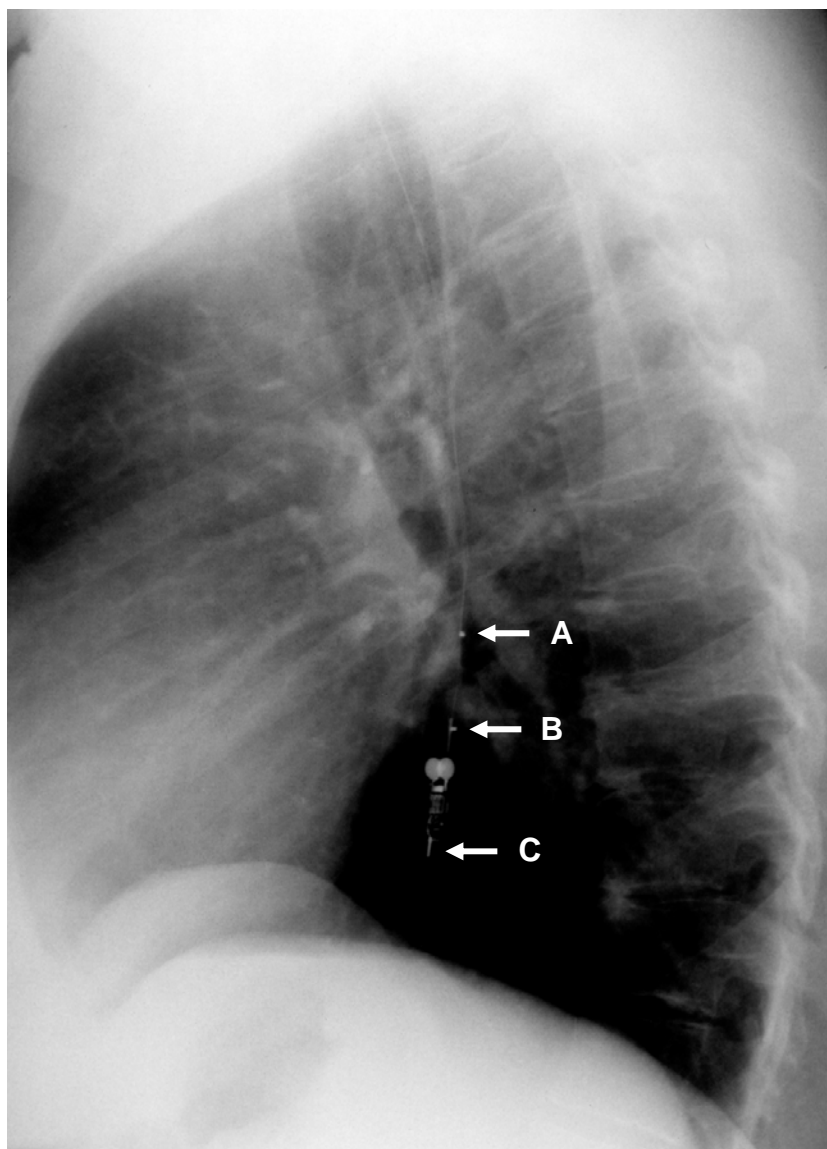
Radiografia do tórax (perfil) demonstrando posicionamento cranial do cateter em relação à cápsula, durante a inspiração profunda. Setas: A - sensor proximal do cateter de pHmetria; B - sensor distal do cateter de pHmetria; C - sensor da cápsula de pHmetria.
